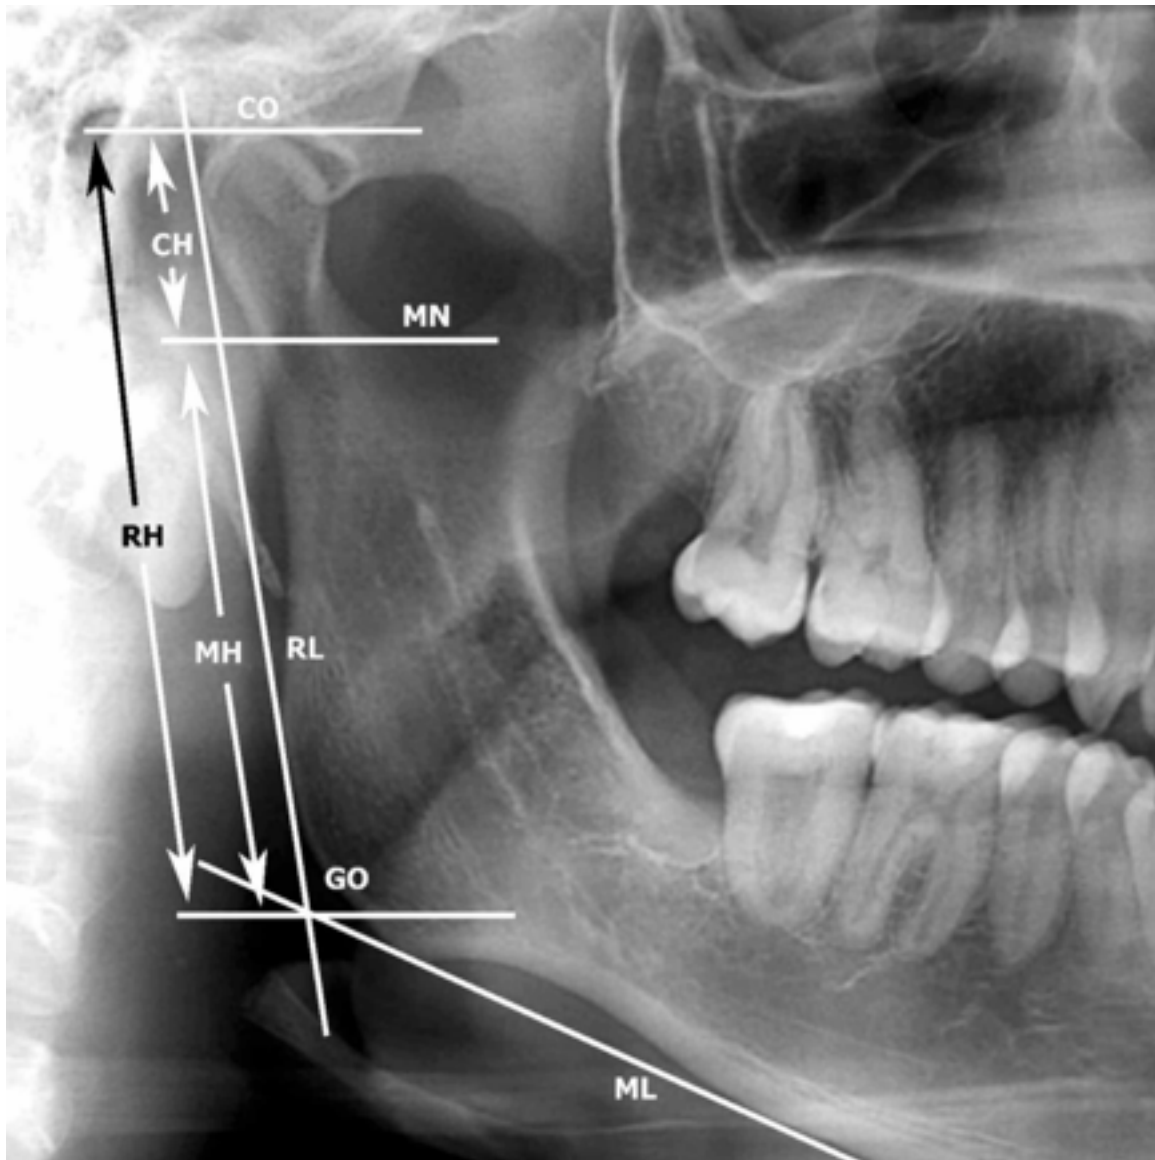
Referencias de medidas en ortopantomografía para kjellberg.
